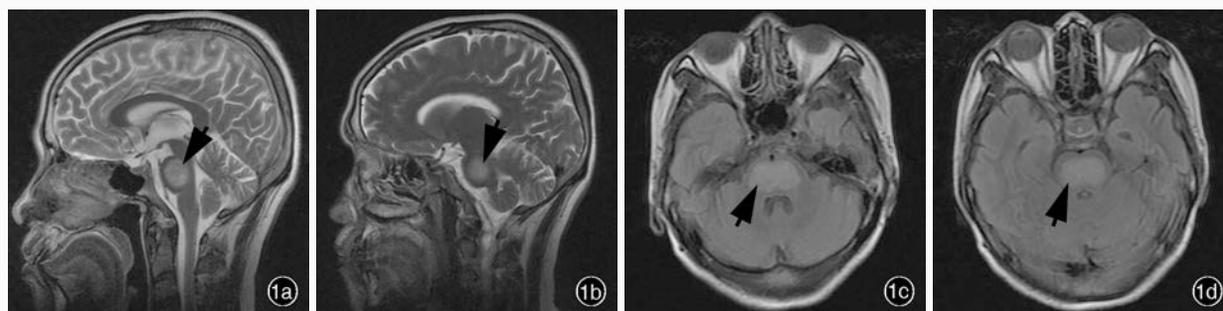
头部MRI检查显示,脑桥异常信号(箭头所示) 1a 正中矢状位T₂WI 1b 旁正中矢状位T₂WI 1c 横断面FLAIR成像(脑桥和双侧小脑中脚层面) 1d 横断面FLAIR成像(双侧小脑上脚层面)
